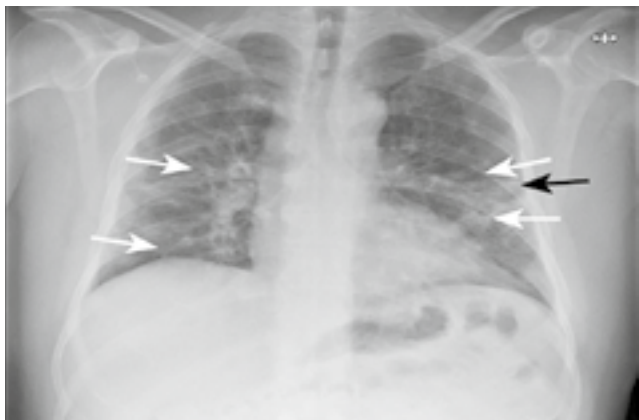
Оглядова рентгенограма органів грудної клітки (ОГК) чоловіка віком 49 років із пневмонією, асоційованою із COVID-19.
